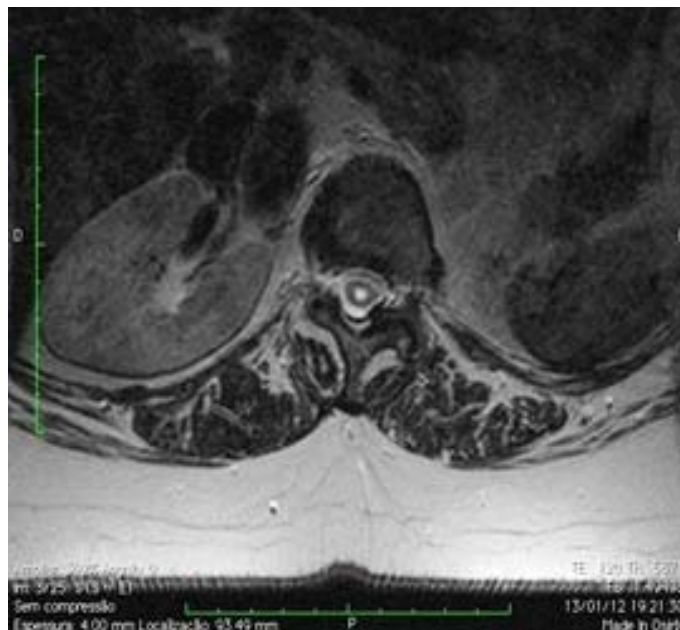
Corte axial de ressonância magnética ponderada em T2 de coluna vertebral em que se pode visualizar a presença de seringomielia.
